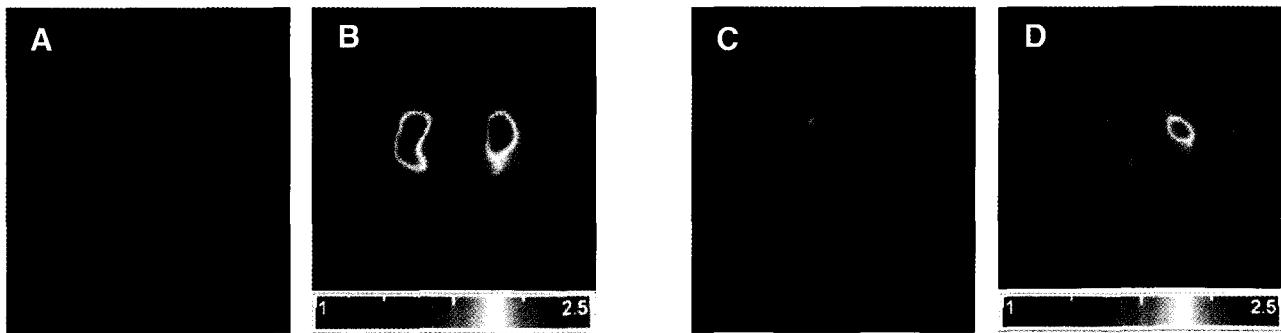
DAT imaging ($(^{123}\text{I})\text{-FP-CIT}$) and D2 receptor imaging ($(^{123}\text{I})\text{-IBZM}$) in Parkison disease (A,B) and multiple system atrophy (C,D). FP-CIT SPECT shows reduced DAT density in both with same degree (A,C). The uptake of IBZM in the striatum was abnormally decreased in multiple system atrophy (D), not in Parkison disease (C).
